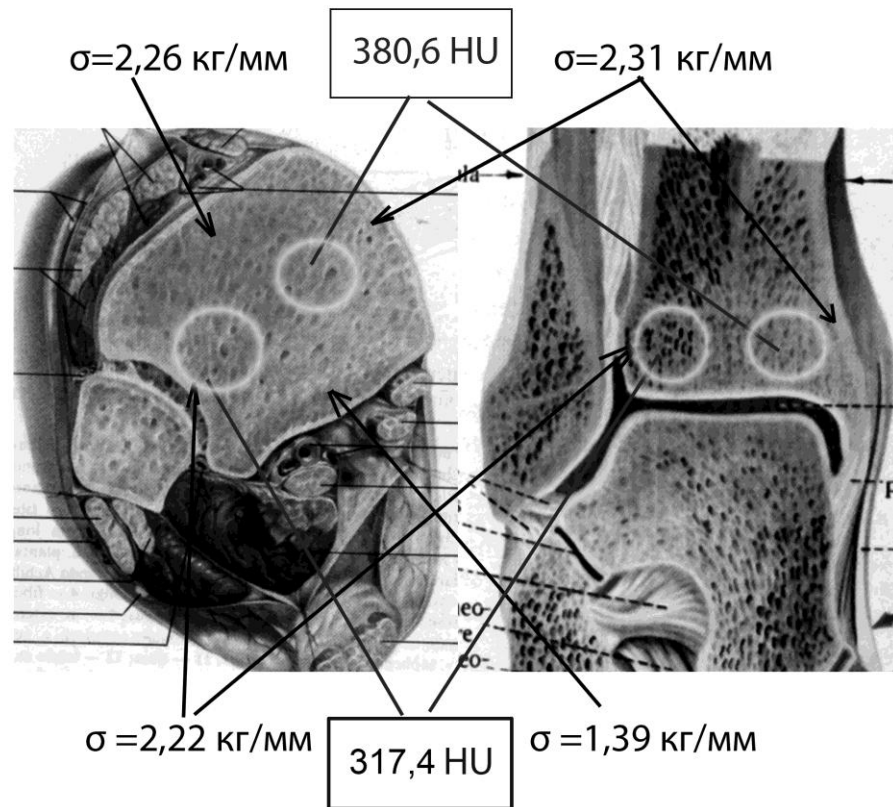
Среднее значение предела прочности на разрыв σ и средняя плотность губчатой кости по данным СКТ в HU
